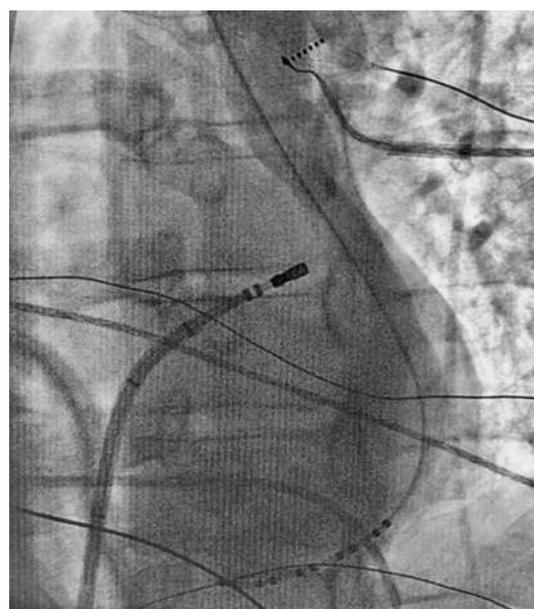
Рентгенологическое изображение левого предсердия с размещенным в нем абляционным катетером и десятиполюсным диагностическим катетером, размещенным в коронарном синусе через левую подключичную вену
